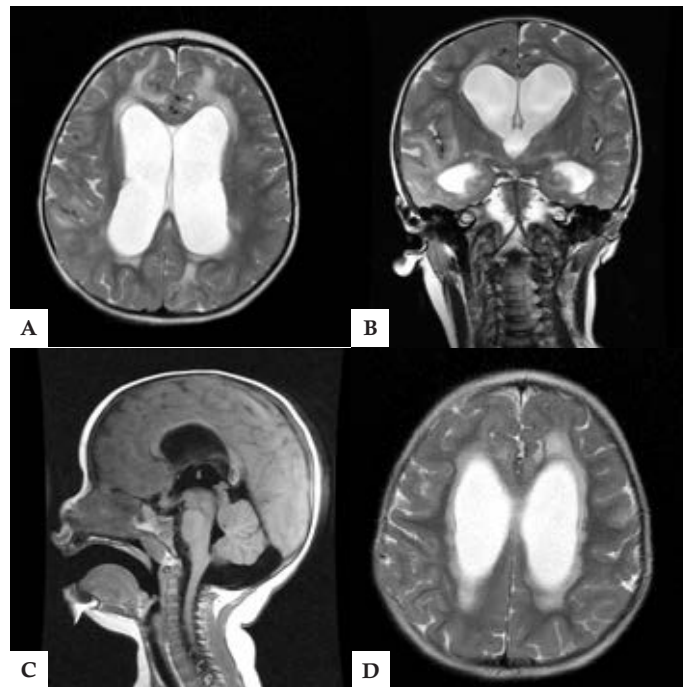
IRM de cráneo. A. IRM de cráneo proyección axial en T2; B. IRM de cráneo proyección coronal en T2; C. IRM de cráneo proyección simple en T1; D. IRM de cráneo proyección axial en T2.
